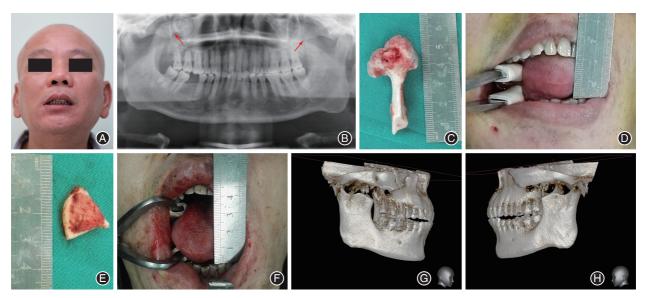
冠突过长典型病例治疗前后图片资料 A:手术前张口完全受限;B:术前全颌曲面断层片,箭头示右侧冠突形态异常、左侧冠突增长;C: 手术切除的右侧冠突;D:手术切除右侧冠突后,术中被动张口度 2.0 cm;E:手术切除的左侧冠突;F:切除左侧冠突后,术中被动张口度为 4.0 cm; G:术后1年复查锥形束CT(CBCT)示右侧冠突已被切除;H:术后1年复查CBCT示左侧冠突已被切除
